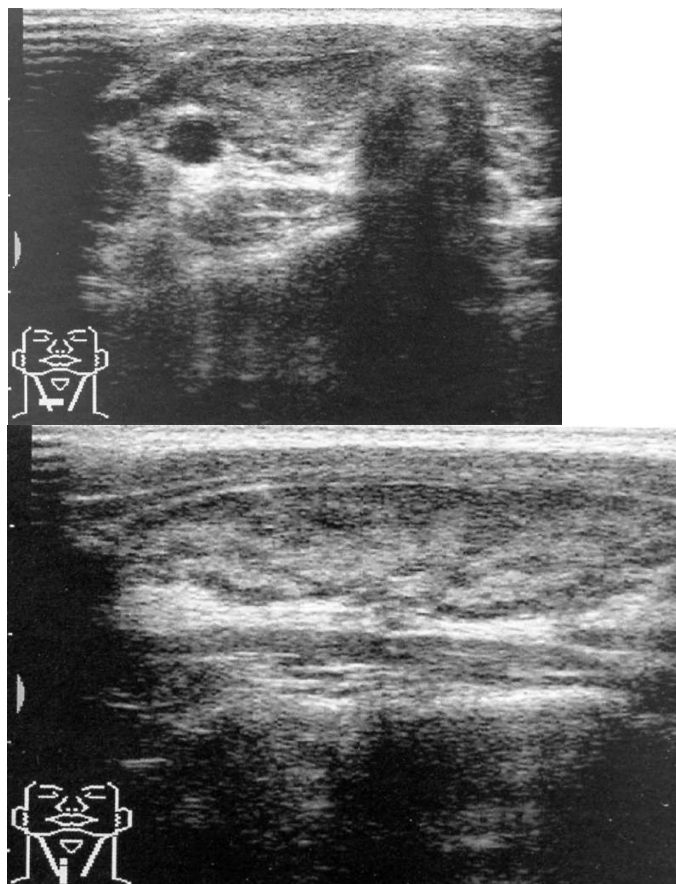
Normální sonografický nález na štítné žláze s průměrnou echogenitou obou laloků, pravidelnou texturou, dobrým ohraničením laloků proti okolí
